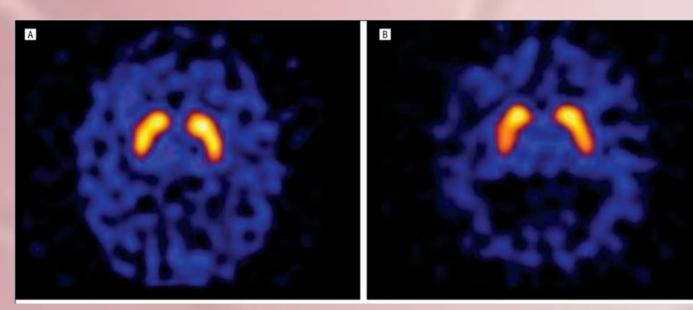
Pérdida del DAT visualizada con FP-CIT SPECT en un sujeto de control sano (A) y un sujeto con EA (B).
